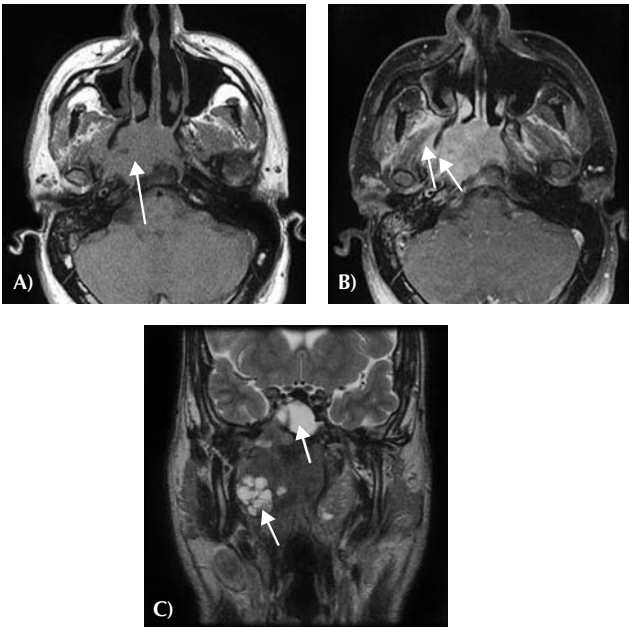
IRM du massif facial sans et avec injection de gadolinium. A) Coupe axiale en séquence T1 : lésion tissulaire développée aux dépens de la paroi postérieure du cavum (flèche), à prédominance droite, avec atteinte de l'étage moyen de la base du crâne et de la partie droite du clivus. B) Coupe axiale en séquence T1 avec saturation du signal de la graisse et injection de gadolinium : on note le rehaussement de la masse tumorale avec atteinte des muscles ptérygoïdiens médial et latéral droits (flèches). C) Coupe coronale en séquence T2 : la lésion est hypo-intense avec une composante nécrotique inférieure en hypersignal (flèche en bas). On observe une atteinte transfixiante de la base du crâne droite. Visualisation d'un hypersignal au niveau du sphénoïde, correspondant à une rétention muqueuse (flèche en haut).
